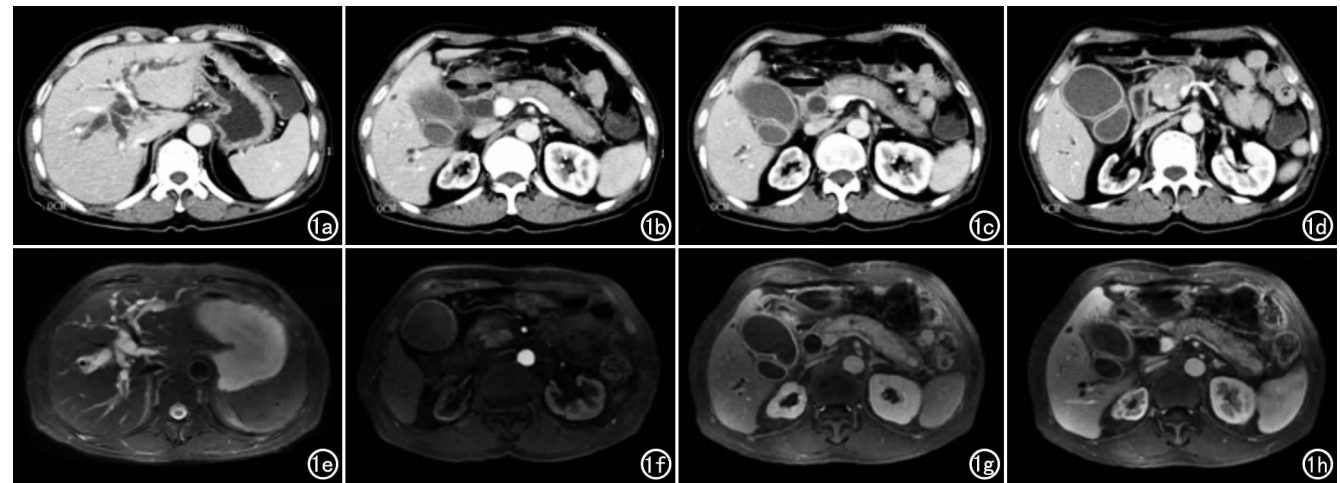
患者,男,65 岁,I 型自身免疫性胰腺炎(弥漫型)伴胆道受累。a)增强 CT 示肝内胆管壁增厚并且扩张明显;b)胰腺弥漫性肿胀,胰腺周围低密度“晕征”;c)胆总管及胆囊壁增厚且扩张明显;d)胰腺内胆总管下端狭窄;e)T₂WI 示肝内胆管明显扩张;f)增强 MRI 示胰腺内胆总管下端狭窄;g、h)增强 MRI 示胆总管及胆囊壁增厚并且扩张明显,胰腺弥漫性肿胀,胰腺周围低信号“晕征”。血清 IgG4 为 9.23g/L(正常 0.03~2.01g/L),激素治疗后好转。
